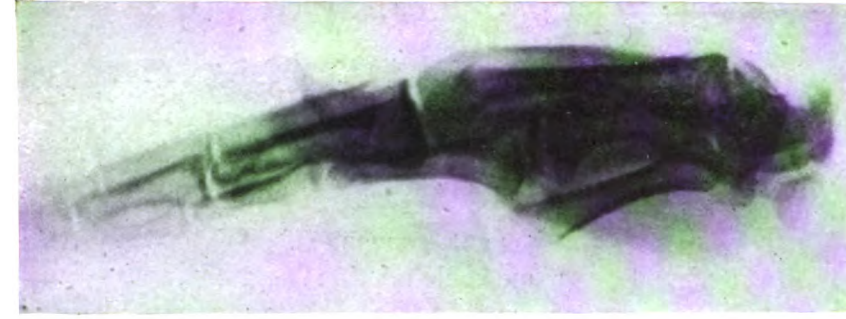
Radiographies de profil.
